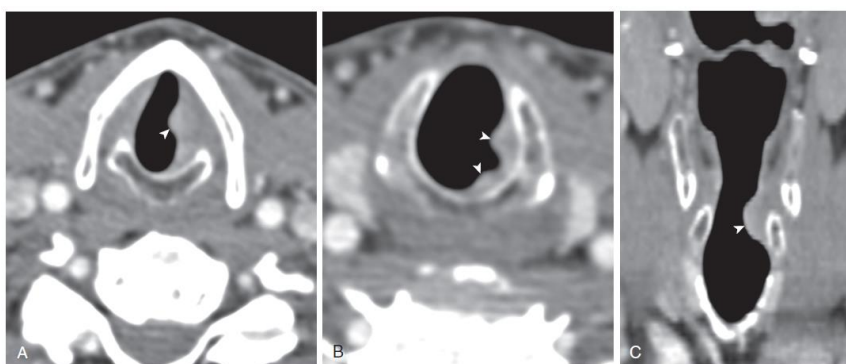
Computed tomography (CT) of subglottic extension of carcinoma. A, CT at the level of the glottis shows a nodular soft tissue mass (arrowhead) centered within the vocal cord. B, Subglottic extension of tumor (arrowheads) is also evident on CT more inferiorly. C, Reformatted coronal CT image demonstrates subglottic extension of tumor (arrowhead).
